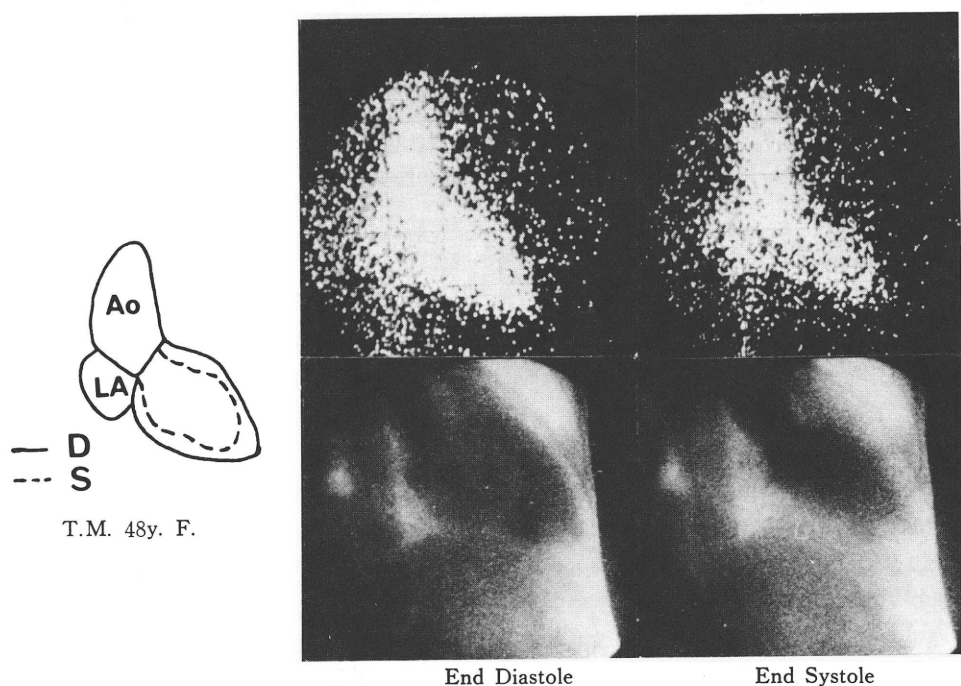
Enddiastolic and endsystolic left ventricular scintigrams on the upper panel. Cineangiograms of the same patient is shown on the lower panel. Both RI and cine left ventriculograms were taken in RAO position. On the left panel are superimposed enddiastolic (D) and endsystolic (S) left ventricular scintigrams shown. Ao=Aorta, LA=Left atrium.
